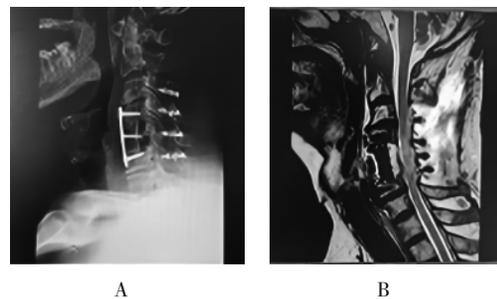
前后联合入路手术术后 X 射线及 MRI
